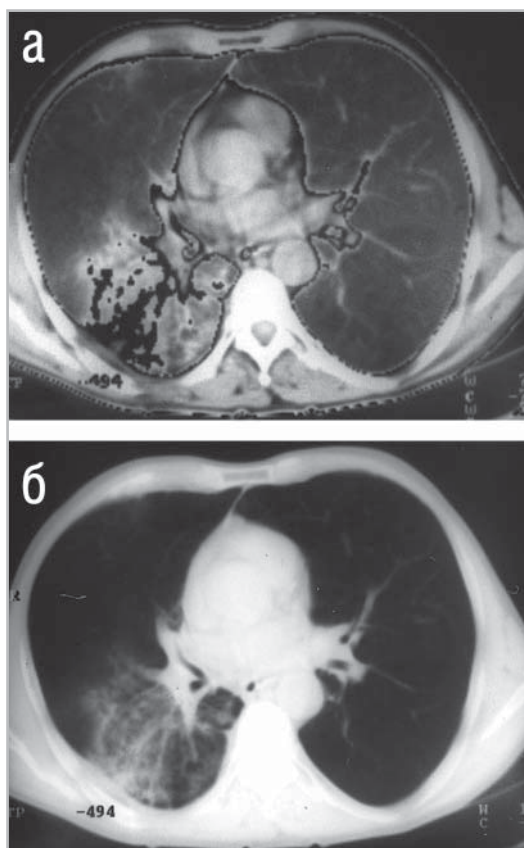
КТ-исследование органов грудной полости пациента с постлучевым пневмонитом, представленное в двойном (а) и легочном (б) окне. Визуализация в легочном окне позволяет лучше оценить интенсивность и структуру изменений в нижней доле правого легкого, без влияния искусственных темных обводок, определяемых в двойном окне.
